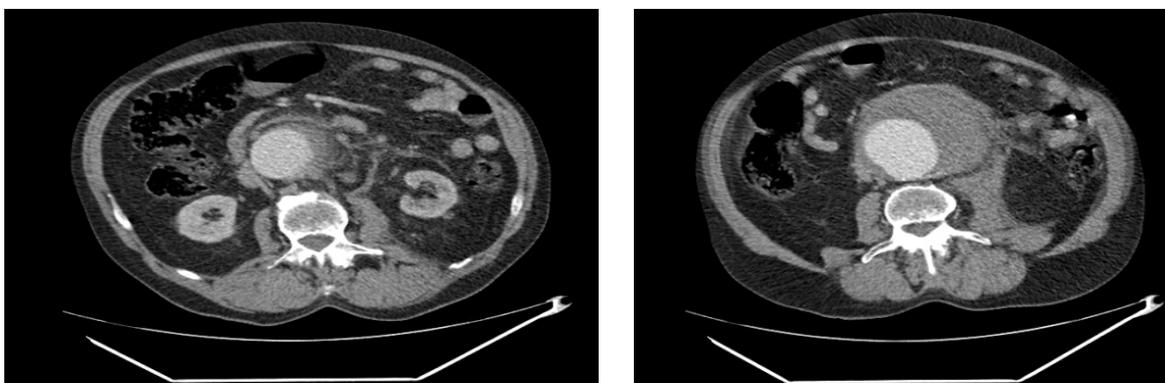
Angiotomografia computadorizada evidenciando AAA infrarrenal parcialmente trombosado e com sinais de instabilidade caracterizados por densificação dos planos gordurosos periaórticos.
